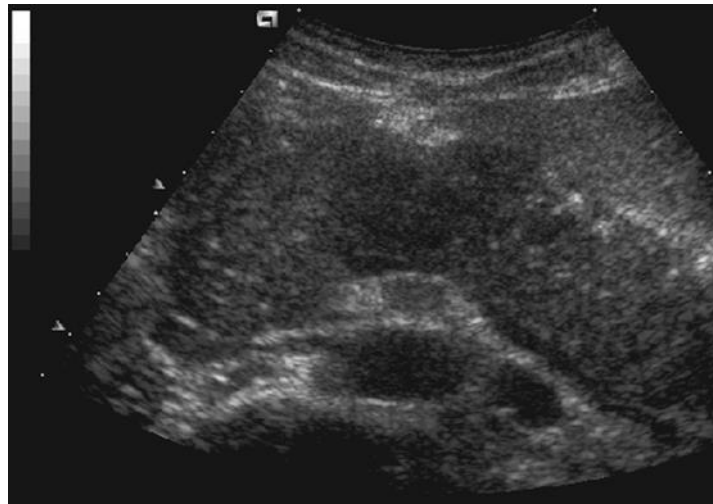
慢性胰腺炎。胰腺的超声斜切扫查显示主胰管扩张和其内钙化。胰腺结石是导致胰管扩张的原因。
